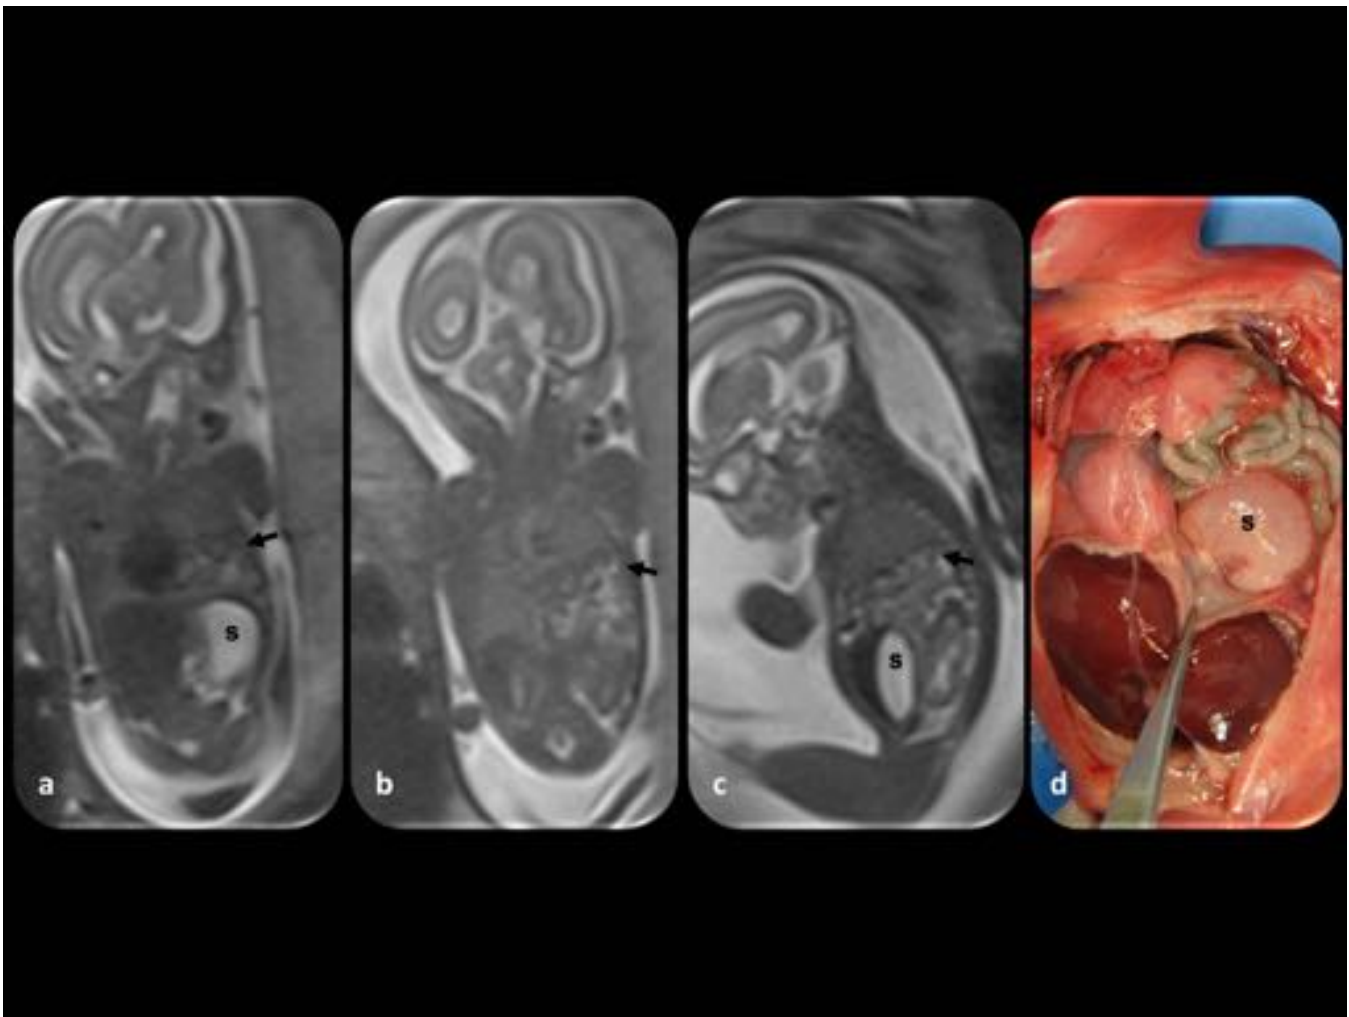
Hernia diafragmática izquierda. Feto de 21 semanas de gestación, por ecografía sólo se detectó el desplazamiento mesdiastínico hacia la derecha, pero no la causa. (a, b y c) Imágenes coronal y sagital: hernia diafragmática izquierda, el estómago (s) parece estar correctamente posicionado. Las asas intestinales (flecha) se desplazan dentro de la cavidad torácica. (d) Pieza anatómica del feto muestra los hallazgos descritos por RM, el estómago también se desplaza dentro de la cavidad torácica.
